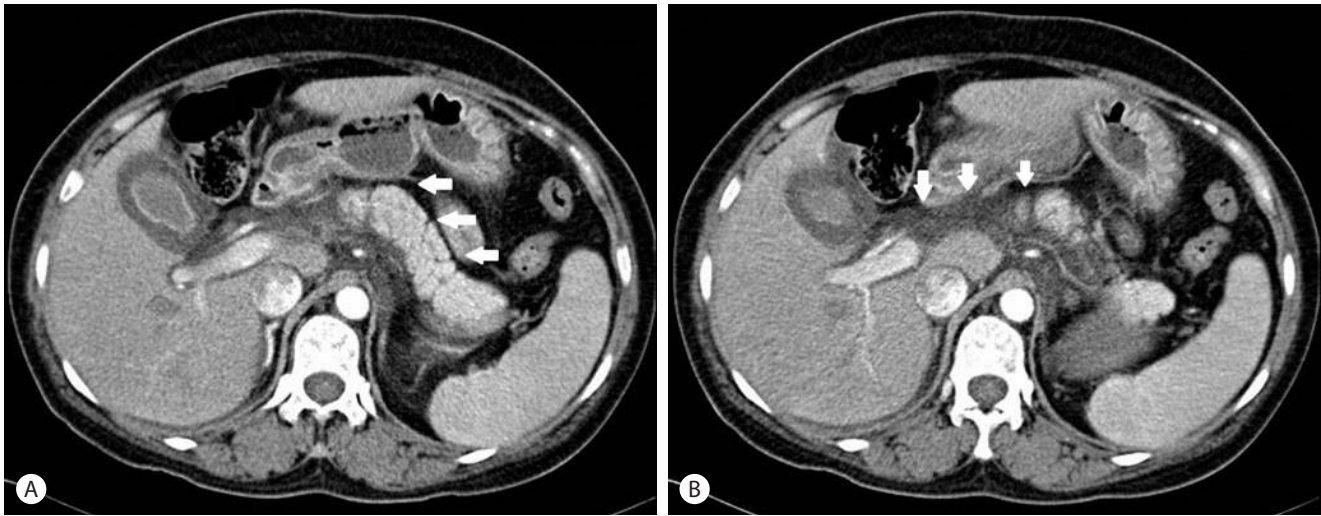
(A) Abdominal computed tomography scan shows diffuse swelling of pancreas (arrows). (B) Small amount of fluid collection at periduodenal area and peripancreatic area (arrows).
